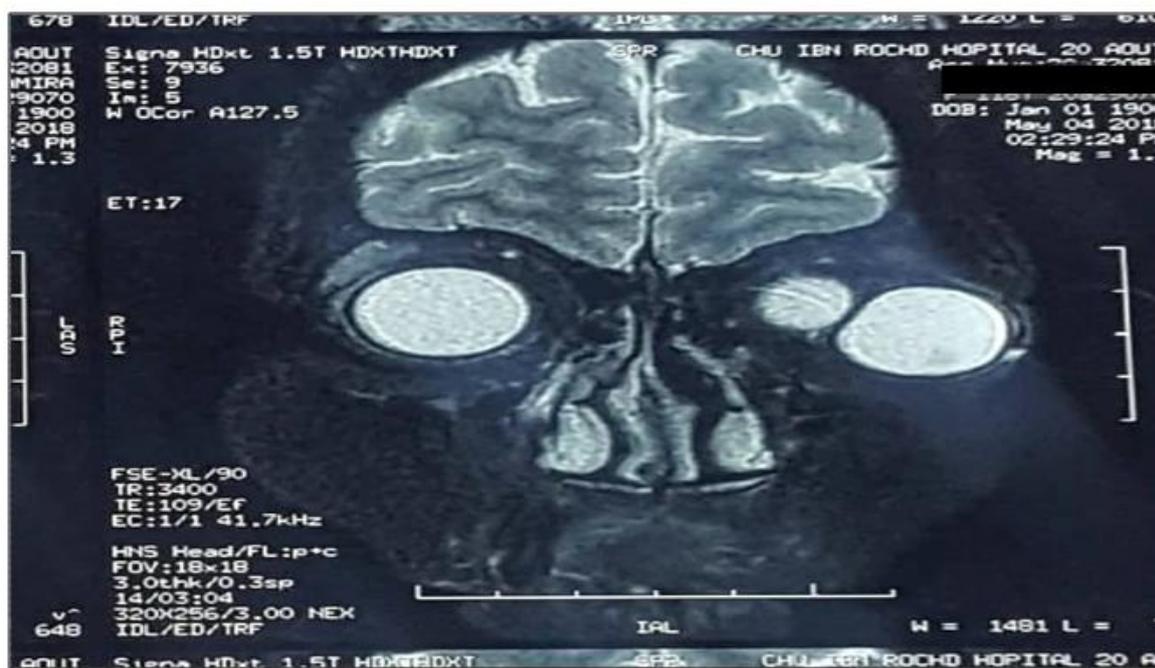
Cliché d'une IRM crânio-orbitaire en coupe frontale montrant une formation kystique intra conique gauche, au niveau de l'angle supéro-interne, bien limitée, en hypersignal T2
